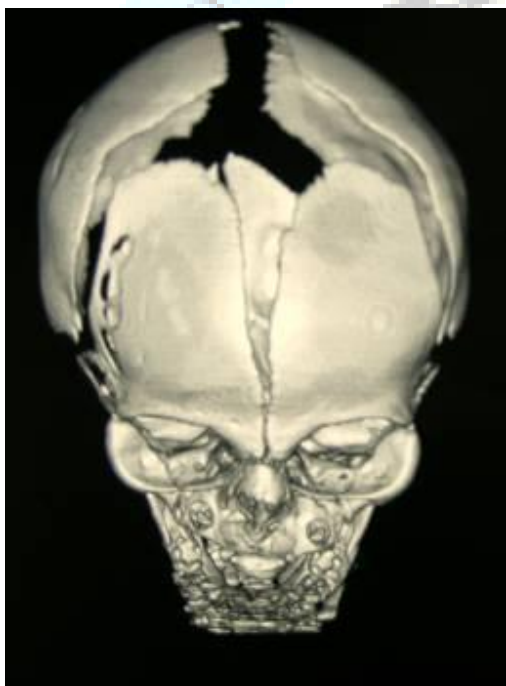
TAC de cráneo—cara: inicio de cierre de la sutura coronal, cierre de la sutura metópica en su mitad inferior con reducción de la fosa anterior y órbitas e importante proptosis ocular
